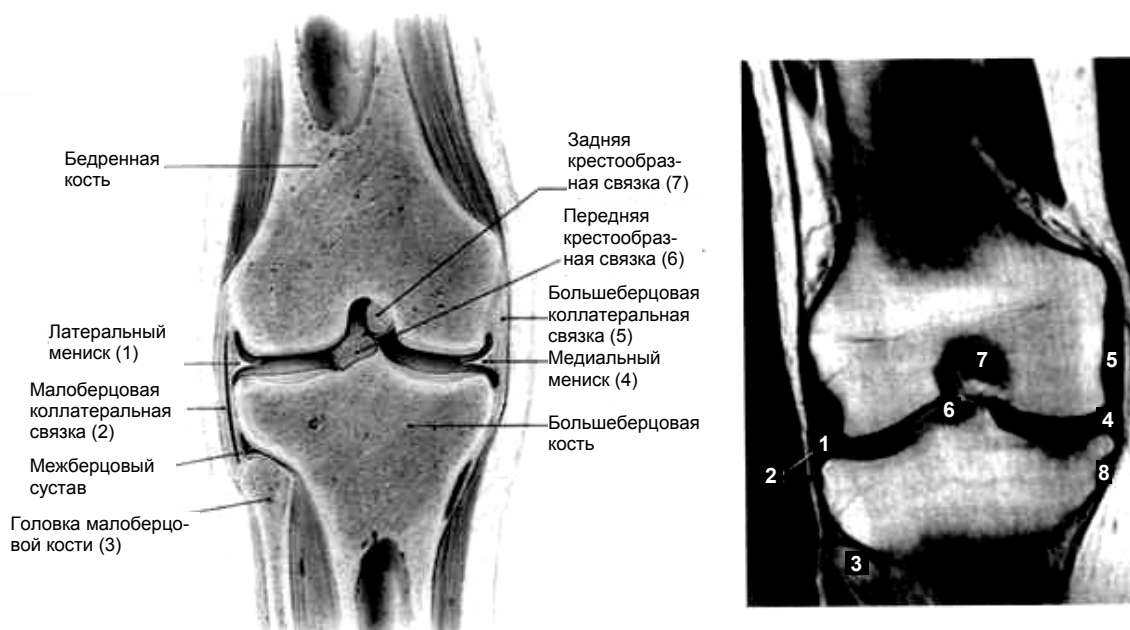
Строение коленного сустава. На магнитно-резонансной томограмме цифрами обозначены те же структуры, что и на анатомическом рисунке
